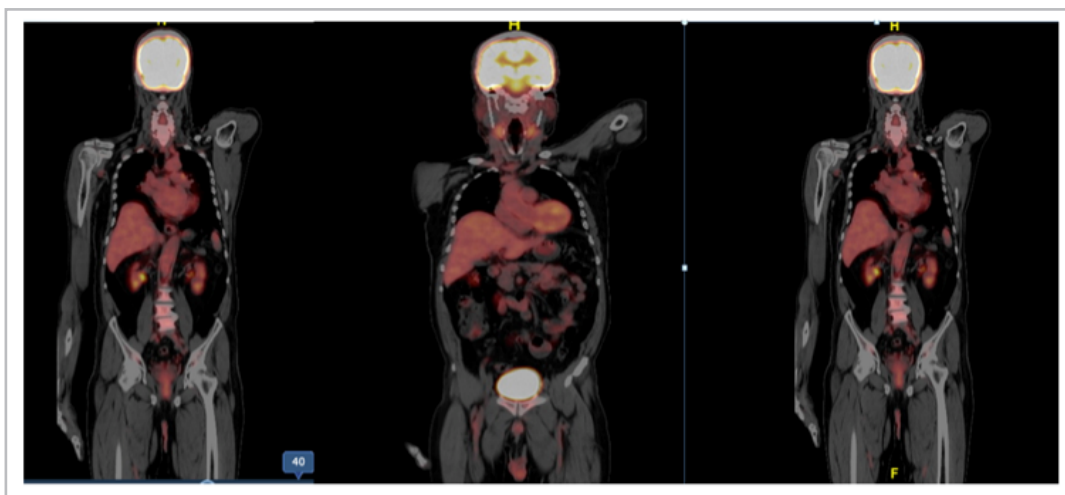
PET-CT de control, sin lesiones hipermetabólicas loco-regionales o a distancia que sean claramente consistentes con compromiso neoplásico.
